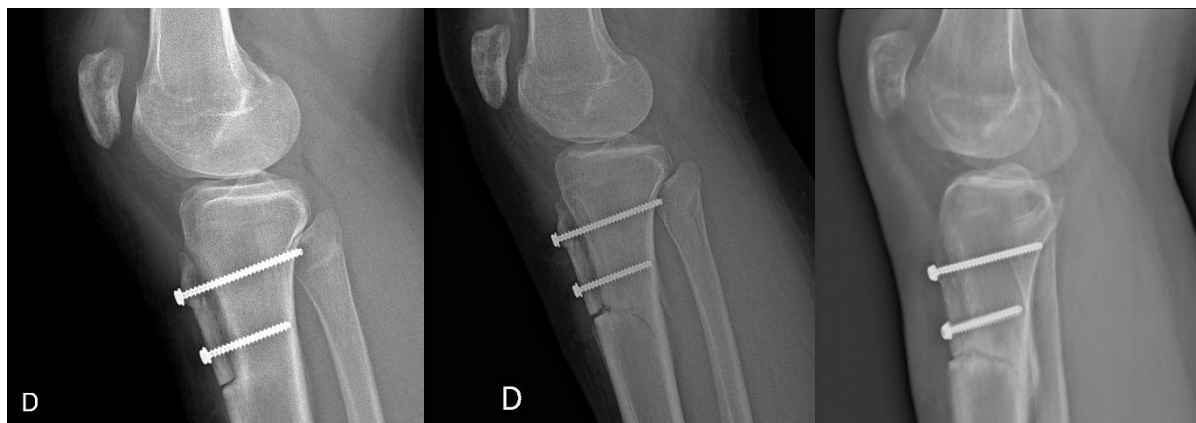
Radiographies du genou droit d'une patiente ayant eu une fracture accidentelle sous la TTA. À gauche 18 jours avant l'accident, au milieu le jour de l'accident et à droite 2 mois après l'accident (le cal osseux est visible autour du trait de fracture).
